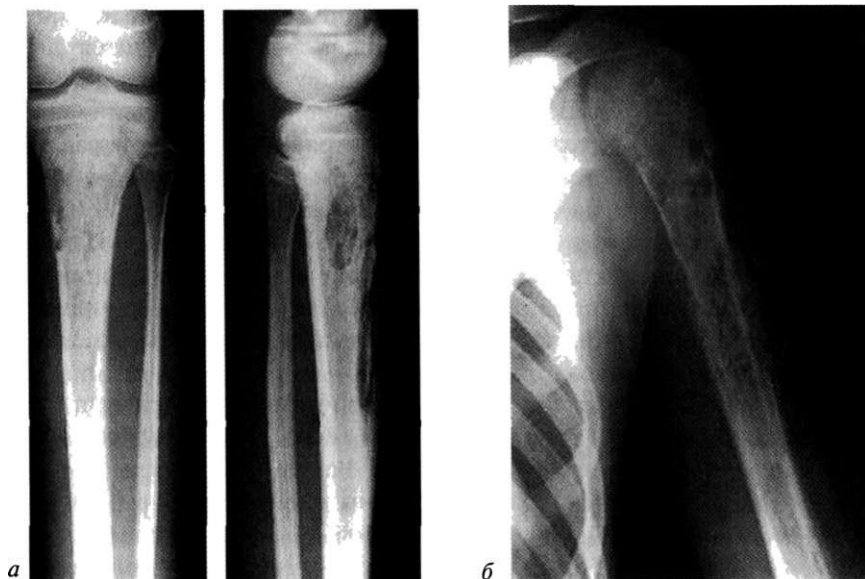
Хронический остеомиелит. Рентгенограмма (а, б, в).
